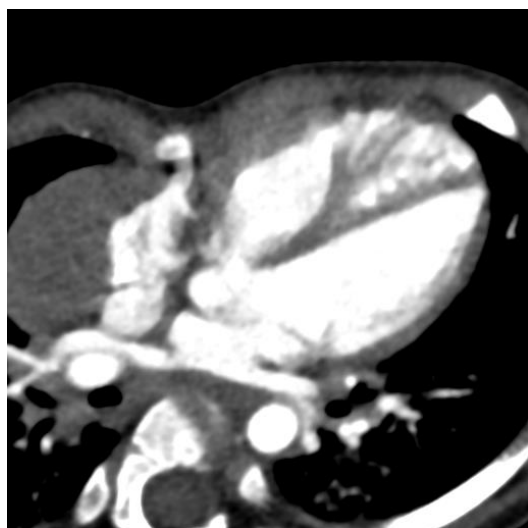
実験用画像の作成. (a) 皮膚面を含むように再構成された診療用CT画像と切り出し範囲(破線), (b) 切り出された実験用画像
